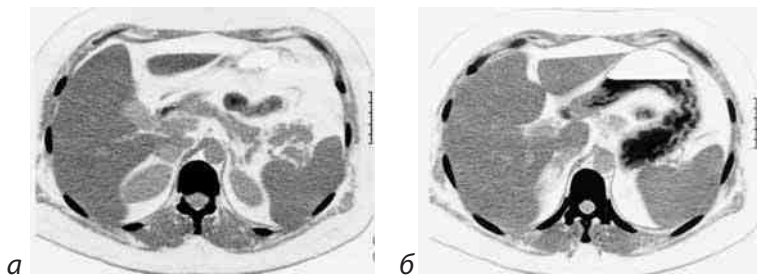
Рентгенограмма КТ феохромоцитомы (а) и альдостеромы (б) правого надпочечника и (больная Р-а, 35 лет)
